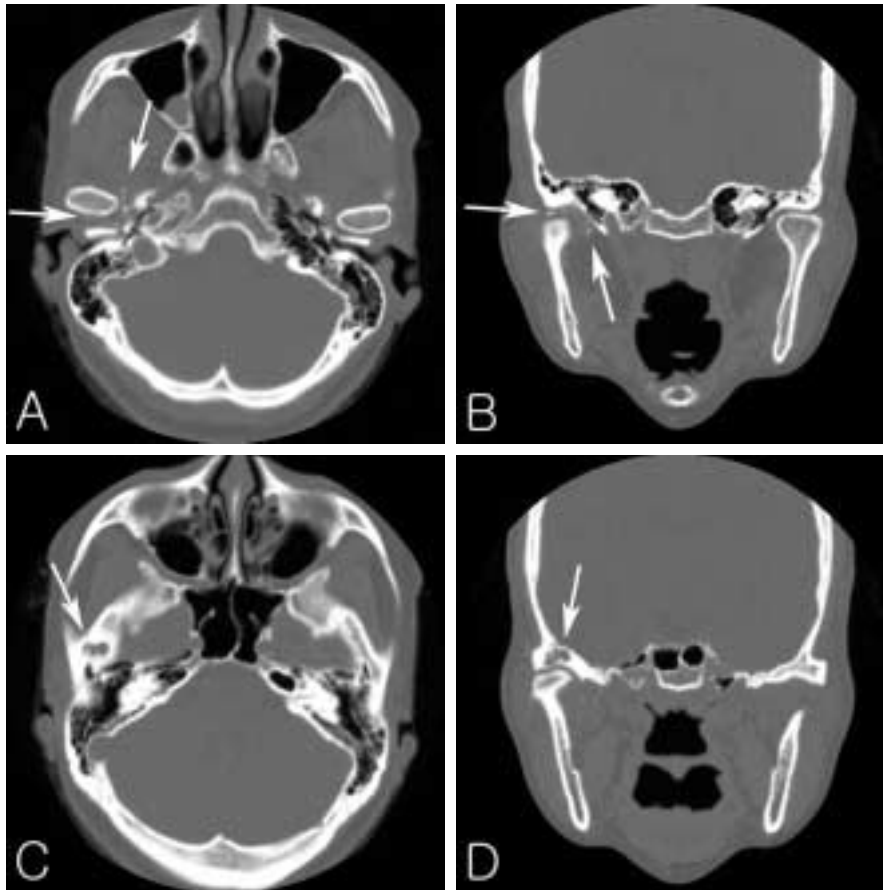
Preoperative CT. CT show multiple calcified bodies in right TMJ space(A and B), and osteolytic lesion of temporal bone(C and D).
